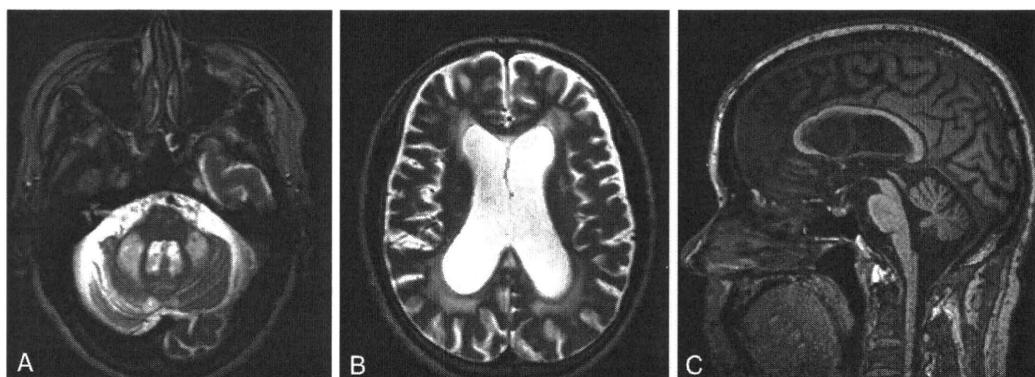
The axial section of the T2-weighted brain MRI showed: A) high intensity signal lesions in the bilateral MCP and atrophy of the bilateral cerebellar hemisphere; B) T2 high-intensity signal lesions in the white matter around the periventricular area and diffused atrophy of the cortical hemispheres; and C) although the sagittal section of the T1-weighted image showed atrophy of the vermis, it was not clear whether the brain stem was atrophied.
